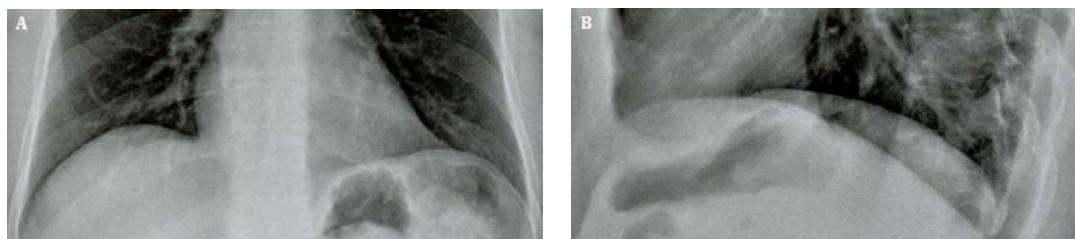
Anatomia do diafragma. A: Detalhe de radiografia frontal mostra a superfície superior do diafragma em forma de cúpula. O hemidiafragma direito está aproximadamente 2 cm mais alto que o esquerdo. B: Detalhe de radiografia em lateral exhibe hemidiafragma direito em toda sua extensão, enquanto a parte anterior do hemidiafragma esquerdo é obscurecida pelo coração.
